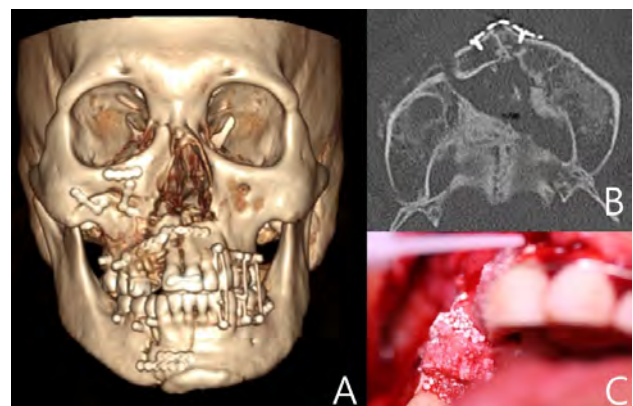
(A) 3D CT image and (B) Axial CT image after definitive open reduction and internal fixation of maxilla and mandible. (C) Bone graft on alveolar bone loss area.
